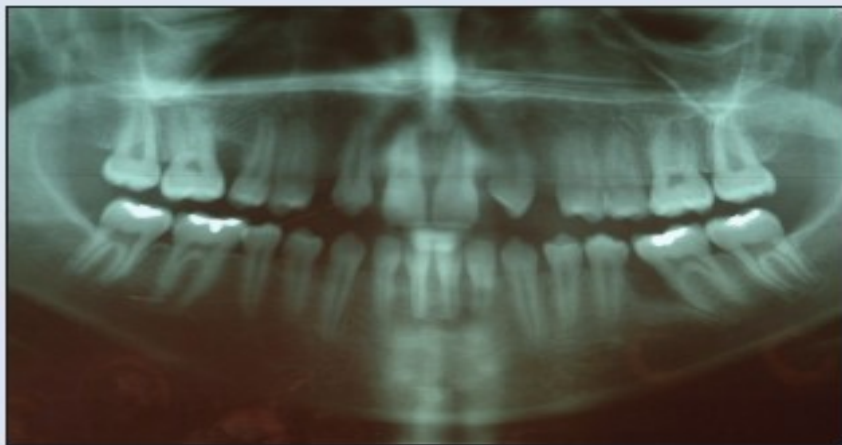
Panoramic radiograph showing localized aggressive periodontitis in a 13-year-old patient.
